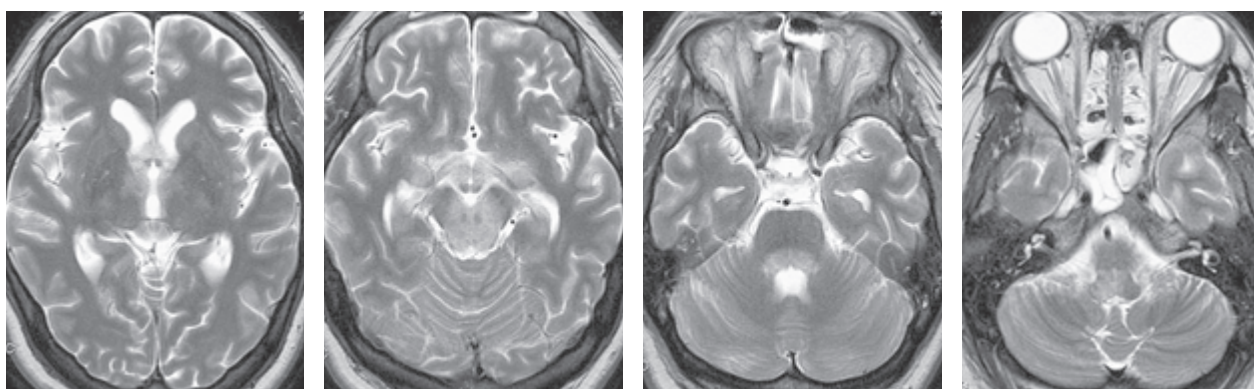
第3病日 頭部MRI (T2WI): 頭部CTと同様, 両側視床下部, 第三脳室下部, 中脳水道, 第四脳室壁に沿った領域に浮腫性変化を認めた.
